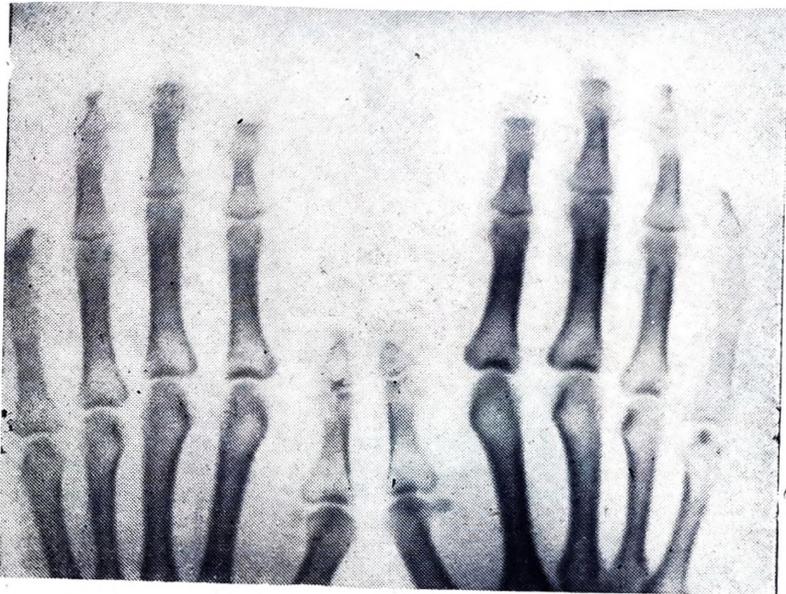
Рентгенограмма кисти большой К. 28 лет. Остеолиз концевых фаланг обеих кистей, сужение суставных щелей межфаланговых суставов. Остеопороз.
